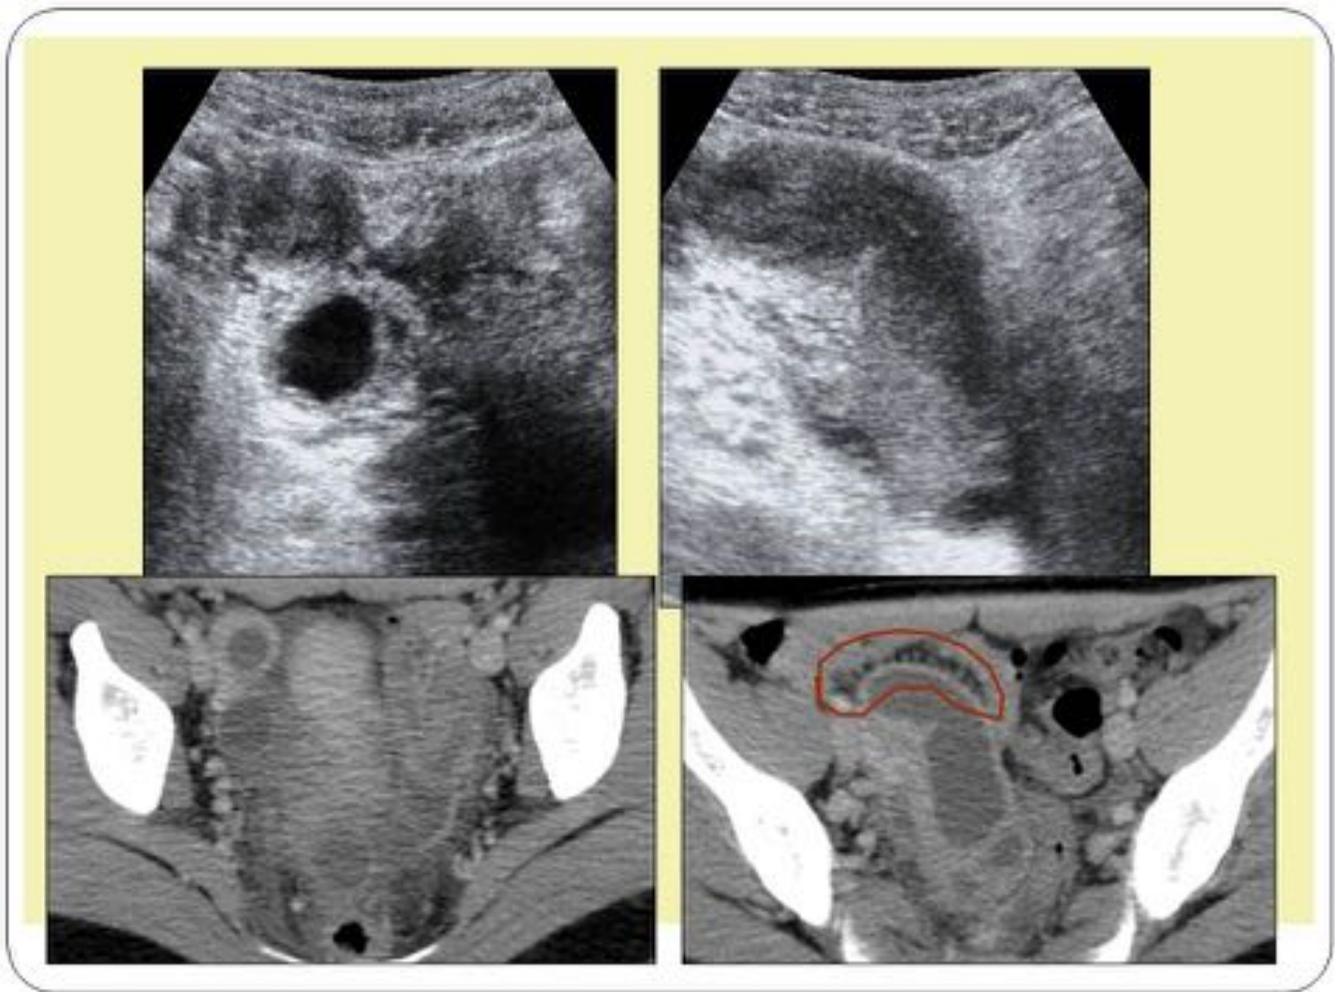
Mujer de 29 años con dolor en FID continuo. Leucocitos con neutrofilia. Tanto en ecografía como en TC de pelvis se observa, en pelvis menor-FID, una estructura tubular con engrosamiento e hiperemia de su pared y abundante contenido en su interior. Dicha estructura parece tener relación con el útero. Además asocia pequeña cantidad de líquido libre. Hallazgos compatibles con piosálpinx en el contexto de una EIP.
